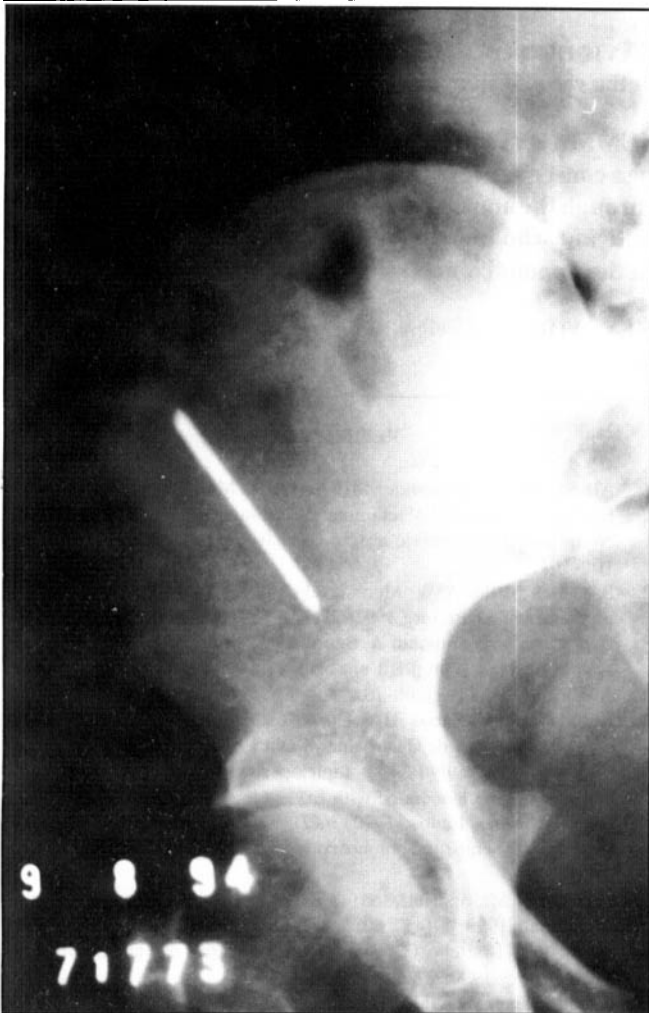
Radiografia de abdome. Corpo estranho (ainda) na fossa ilíaca direita.
